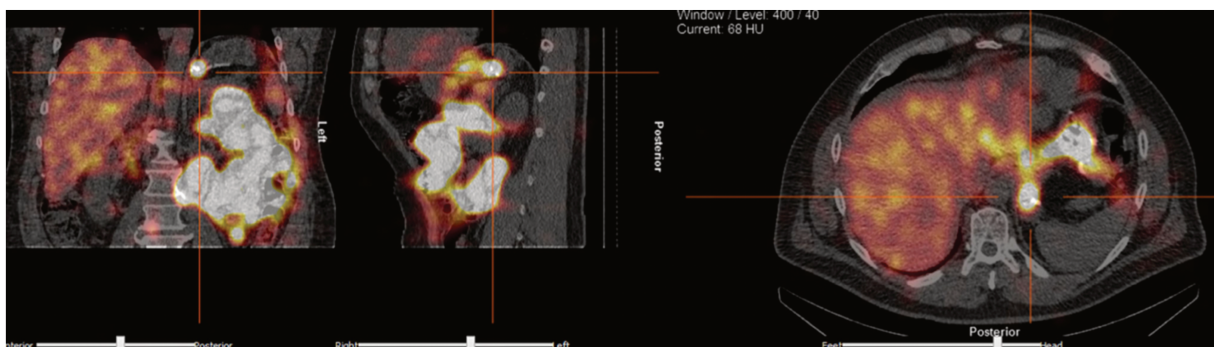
TEP-scanner réalisé à la fin d'une scintigraphie hépato-biliaire chez un patient présentant un reflux biliaire : visualisation du traceur au niveau de l'oesophage
